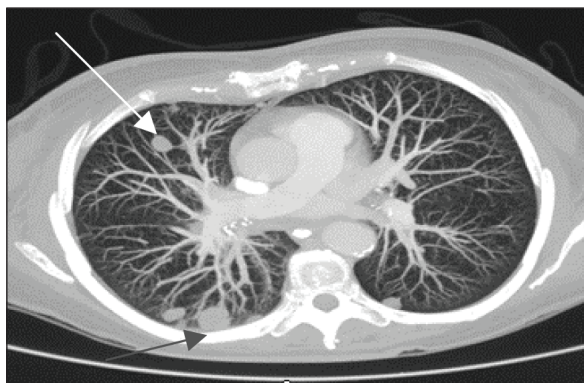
TDM thoracique : coupe axiale montrant des métastases pulmonaires d'un carcinome rénal à cellules claires.
